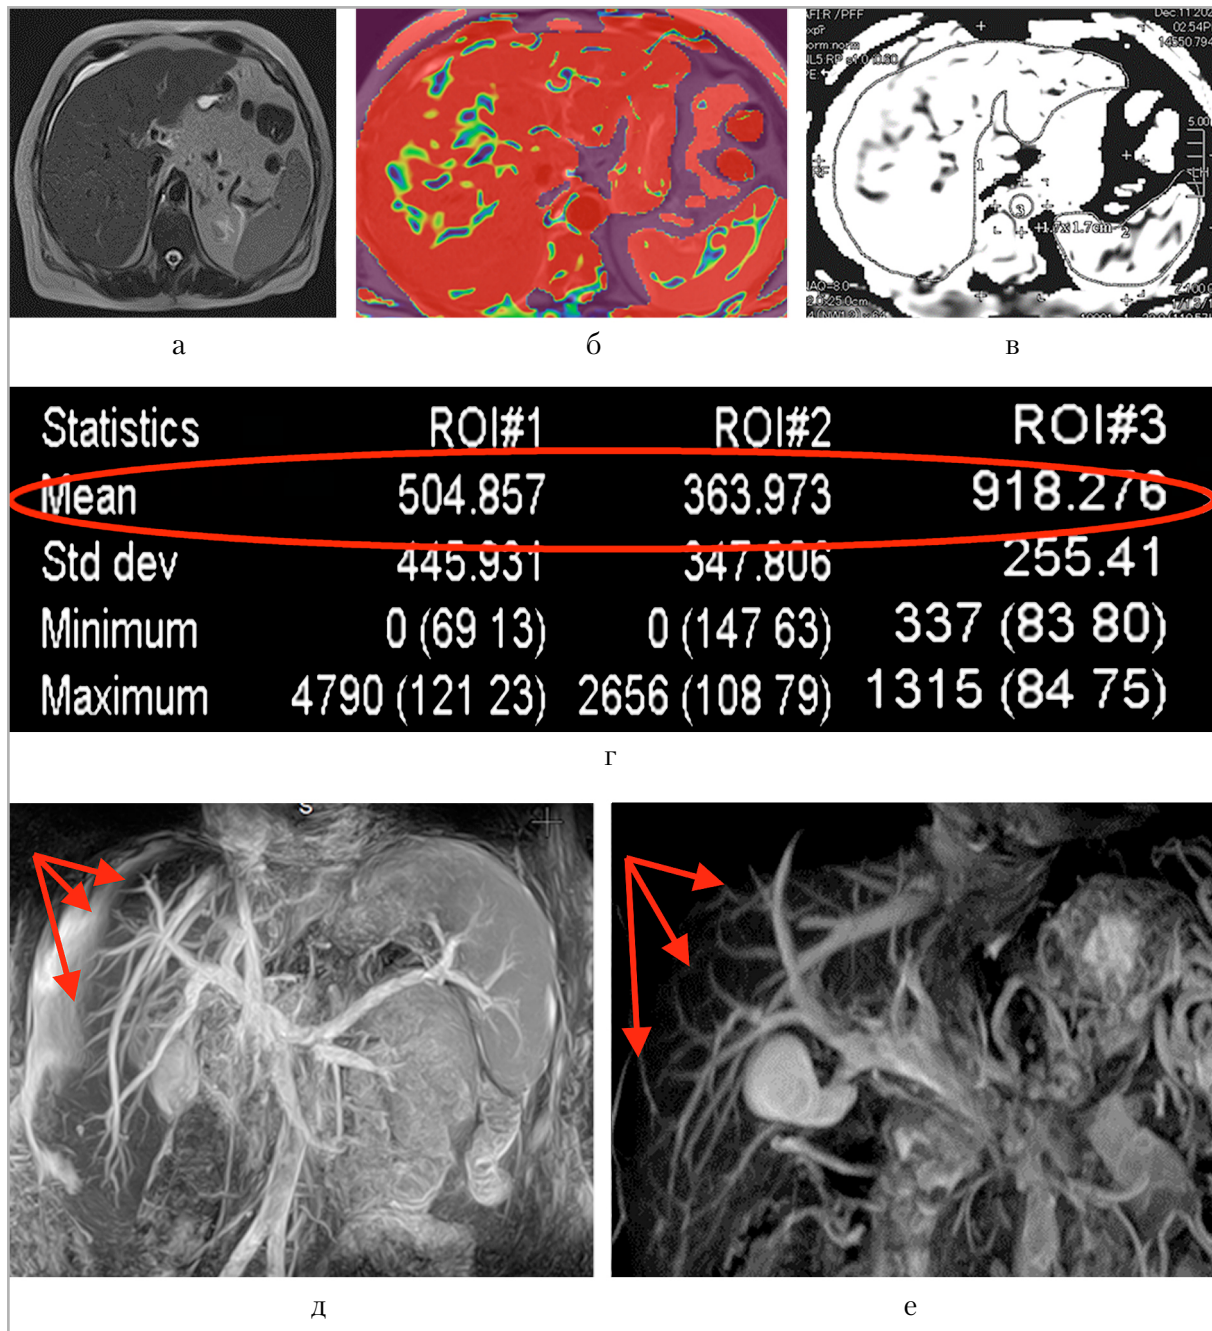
МР-томография органов брюшной полости пациента с циррозом печени вирусной этиологии класс В по Чайлд – Пью: *а* – режим T2 ВИ Heavy, аксиальный срез – гепатомегалия, асцит; *б* – цветовая карта ASL-перфузии печени – преобладание красного паттерна (характерен для гиперперфузии); *в, г* – серошкальная и цифровая карты ASL-перфузии – количественный показатель 504 мл/100/г/мин (характерен для гиперперфузии); *д* – 3D – T-SLIP печени при поступлении: определяется нарушение кровотока по периферии (указано стрелками); *е* – 3D – T-SLIP печени при мониторинге через 12 мес: кровотока по периферии восстановлен (указано стрелками)
